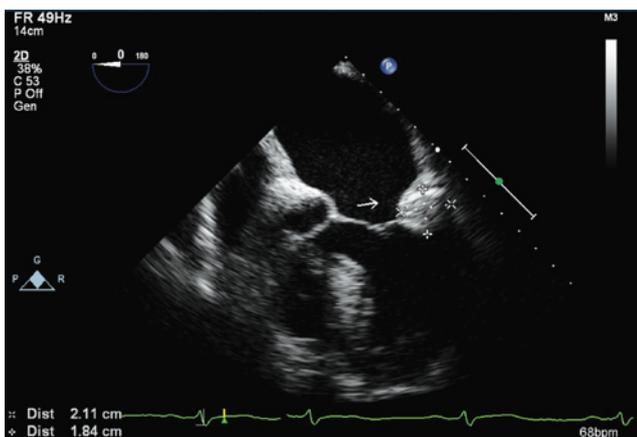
Ecocardiograma transesofágico revelando massa heterogênea e com pontos de calcificação, localizada no anel posterior da valva mitral
